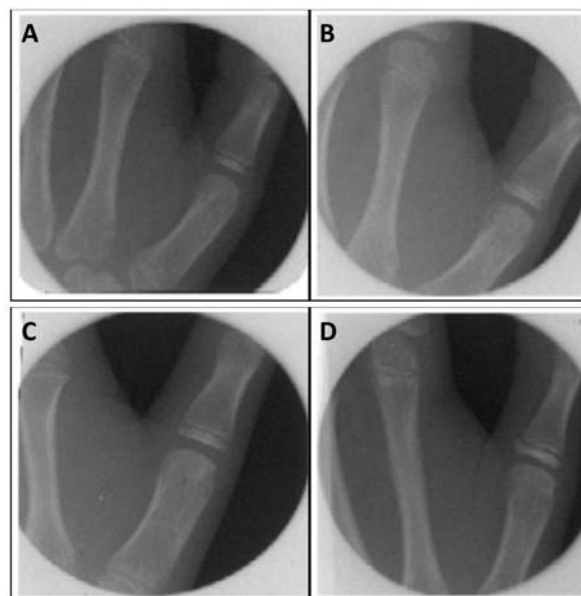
Radiografias carpais do gênero masculino, A-7 anos; B-8 anos; C-9 anos; D-10 anos.
